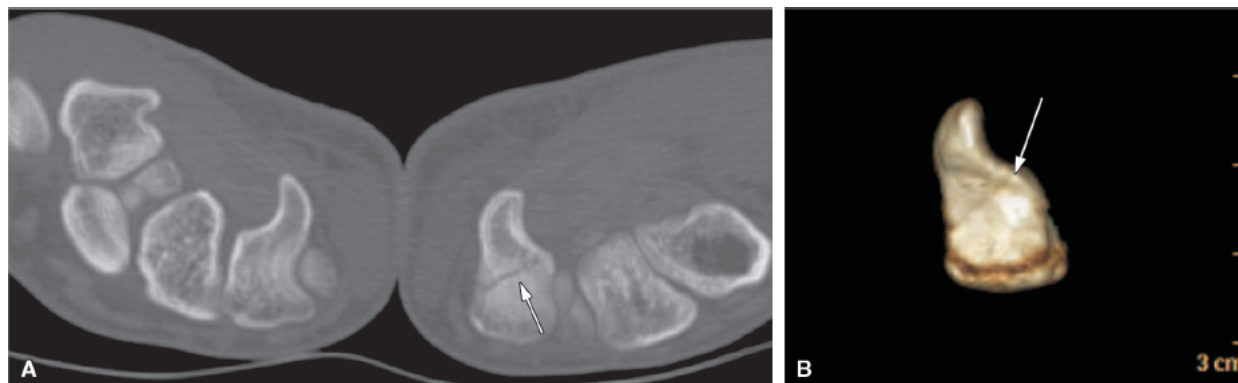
Paciente de 17 anos que sofreu trauma automobilístico, sendo normal a radiografia simples. A. Tomografia computadorizada em corte axial. B. Reconstrução 3D demonstrando traço de fratura do osso hamato (*setas*). (Imagens cedidas pelo Dr. Cristiano Montandon.)
